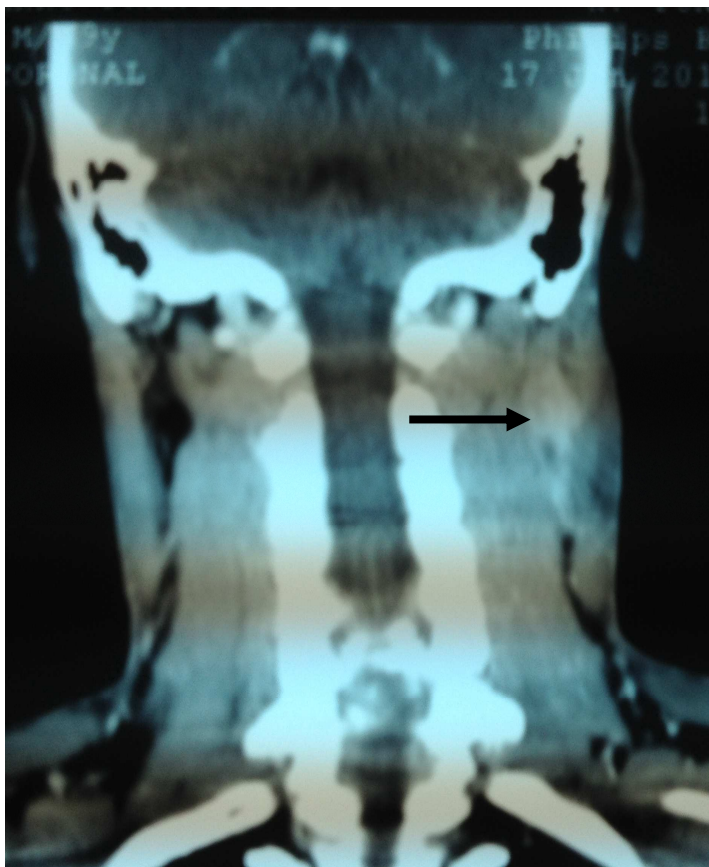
TAC coronal del paciente a que se refiere el caso clínico (flecha indicando el conglomerado adenopático).
